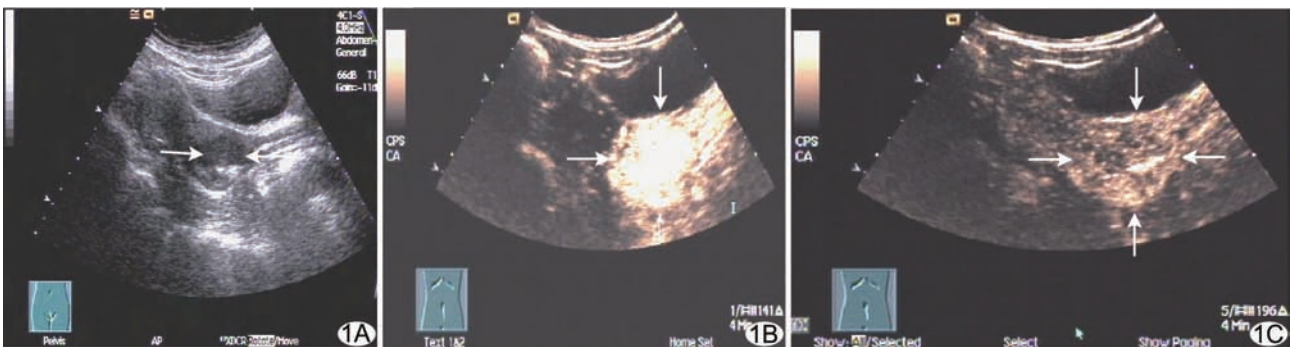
宫颈癌 I b 期超声表现,CEUS 呈块状型增强 A. US 宫颈见一低回声结节(箭); B. CEUS 第 16 s 时宫颈肿块增强达峰值(箭),呈整体块状,显示癌灶仅限于宫颈; C. CEUS 第 110 s 时宫颈肿块廓清早于周围正常宫颈(箭)
